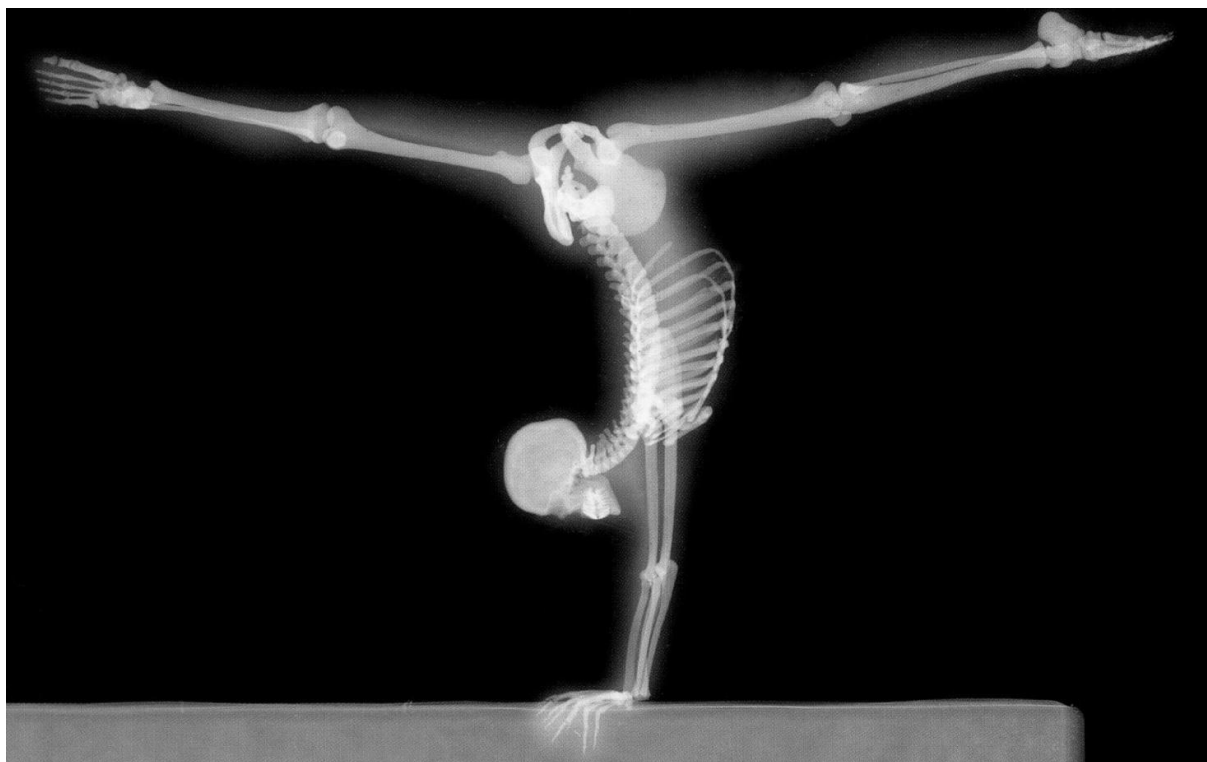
Так под рентгеновскими лучами выглядит мечта «медицинских сказок», тело человека, «прозрачное как хрусталь»
